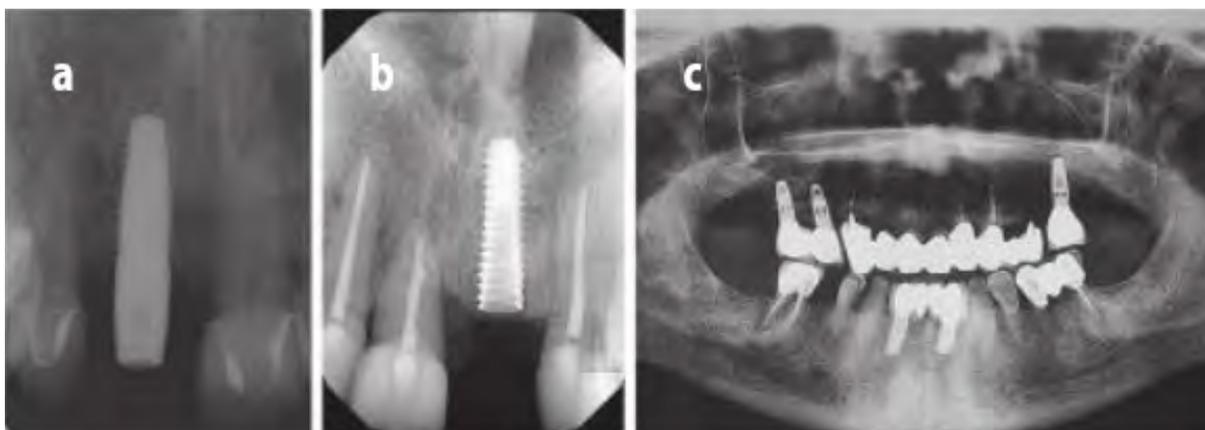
a. Radiografía periapical. b. Radiografía digital. c. Radiografía panorámica/ortopantomografía.¹
